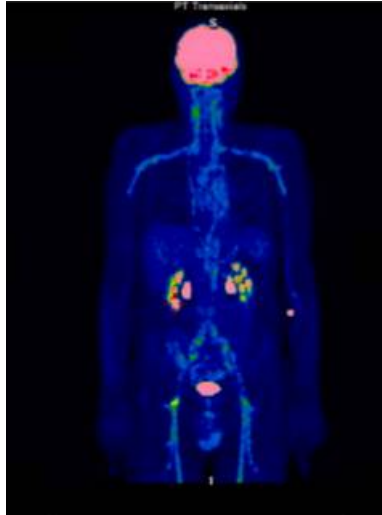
Patient atteint d'ACG avec atteinte de l'aorte et de ses branches, comme le montre le 18F-FDG TEP-scan.
